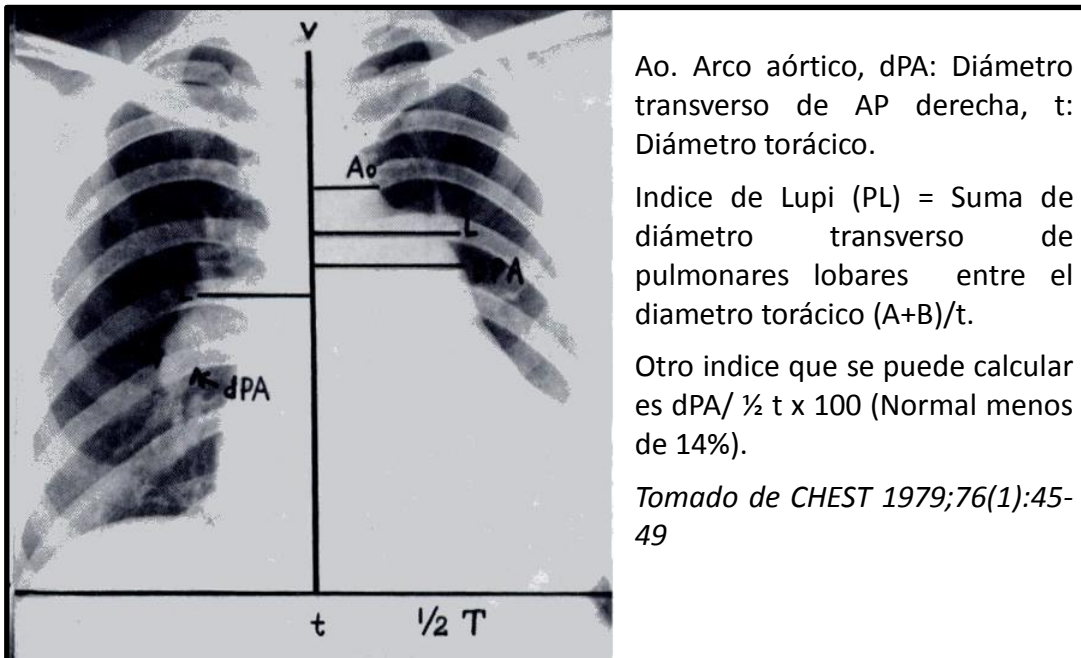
Índices para valorar datos de HP en radiografía de tórax¹⁵
